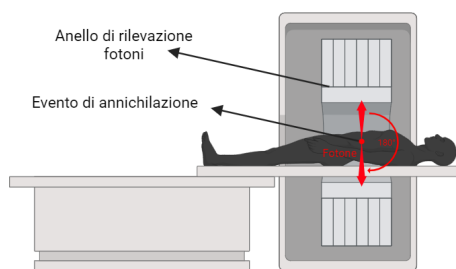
Tomografo PET e rilevamento fotoni “in coincidenza”.
